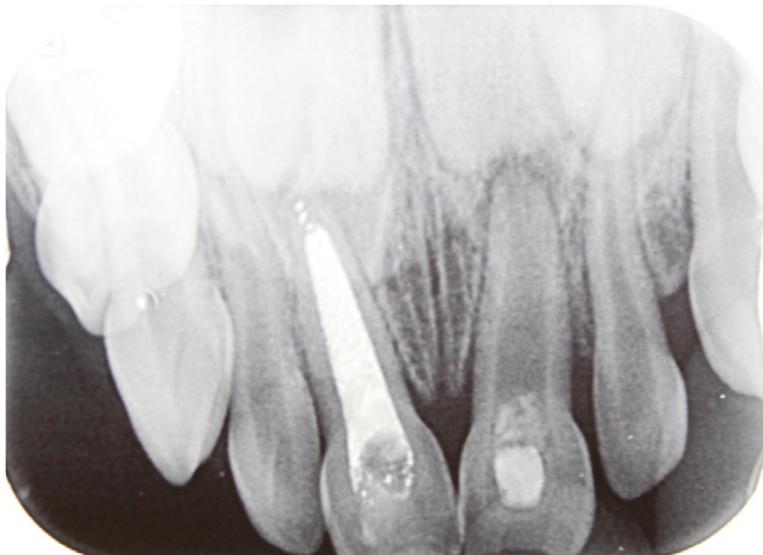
Radiografia oclusal anterior da maxila após terapia endodôntica convencional.
